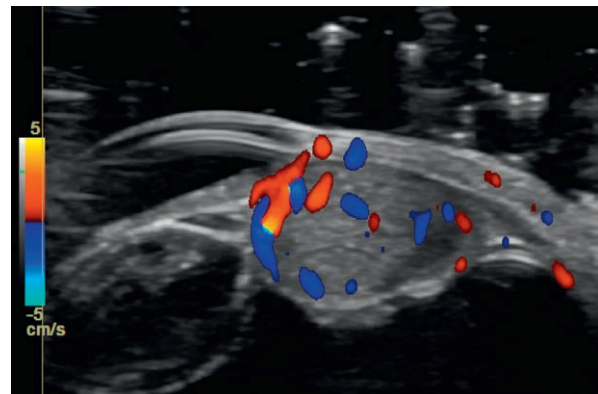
Mélanome du corps ciliaire vascularisé – écho-Doppler couleur. Forme en dôme refoulant le cristallin et entraînant une cataracte.
